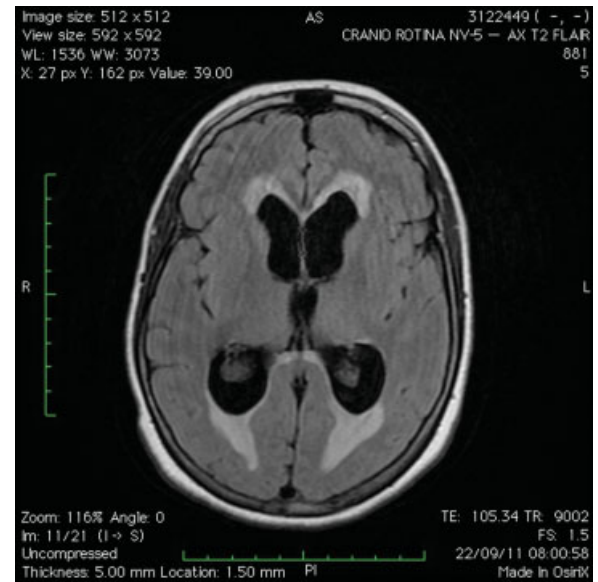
Ressonância magnética do encéfalo, após injeção de contraste. Hipersinal em T2 revelando transudação ependimária.
